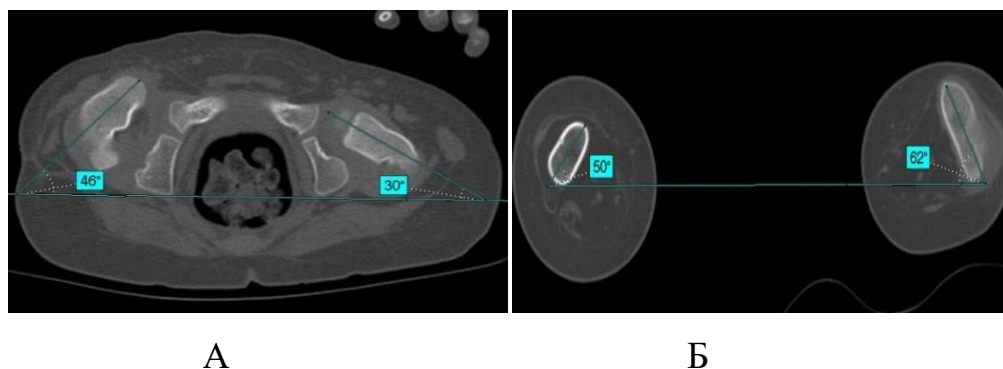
Результаты МСКТ ТБС, аксиальные срезы, расчет УТБК, пациента М., 2 лет 11 месяцев (и/б 17/0599), диагноз амиоплазия, правосторонний вывих бедра, отводящие контрактуры ТБС: А – расчет УАШБК; Б – расчет УАМБК
